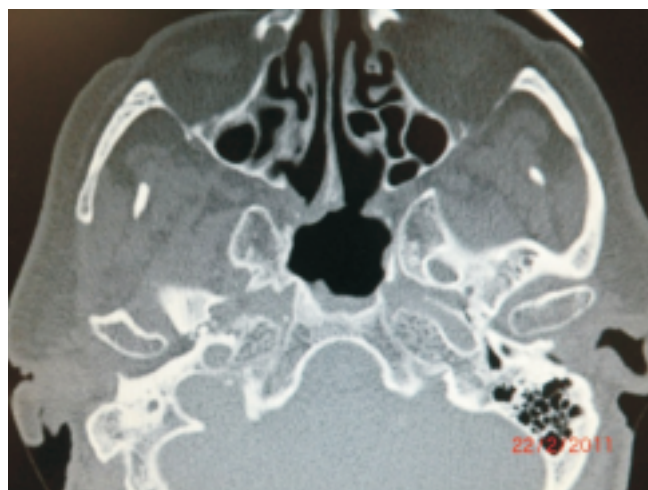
TAC craneal (3 meses postcirugía): Seno esfenoidal aumentado de tamaño y con erosión de sus paredes posterior, superior y lateral izda. Mínimo engrosamiento mucoso residual. Seno expandido sin signos de recidiva tumoral con amplia esfenoidotomía.
